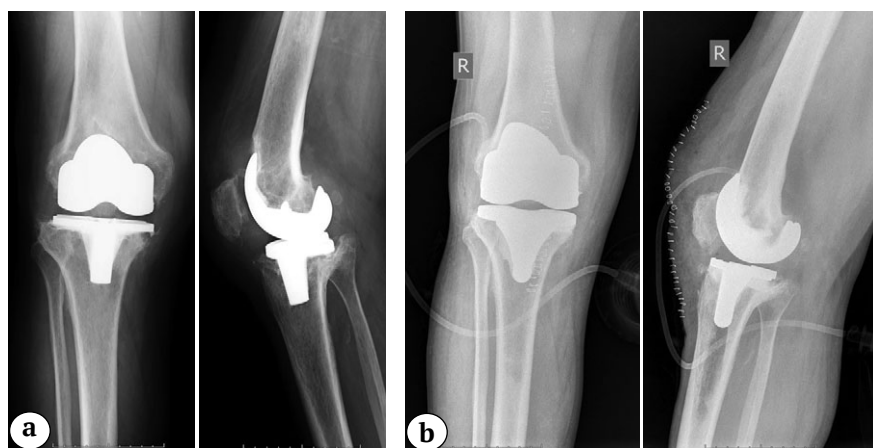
Рентгенограммы пациентки 55 лет (2017):
